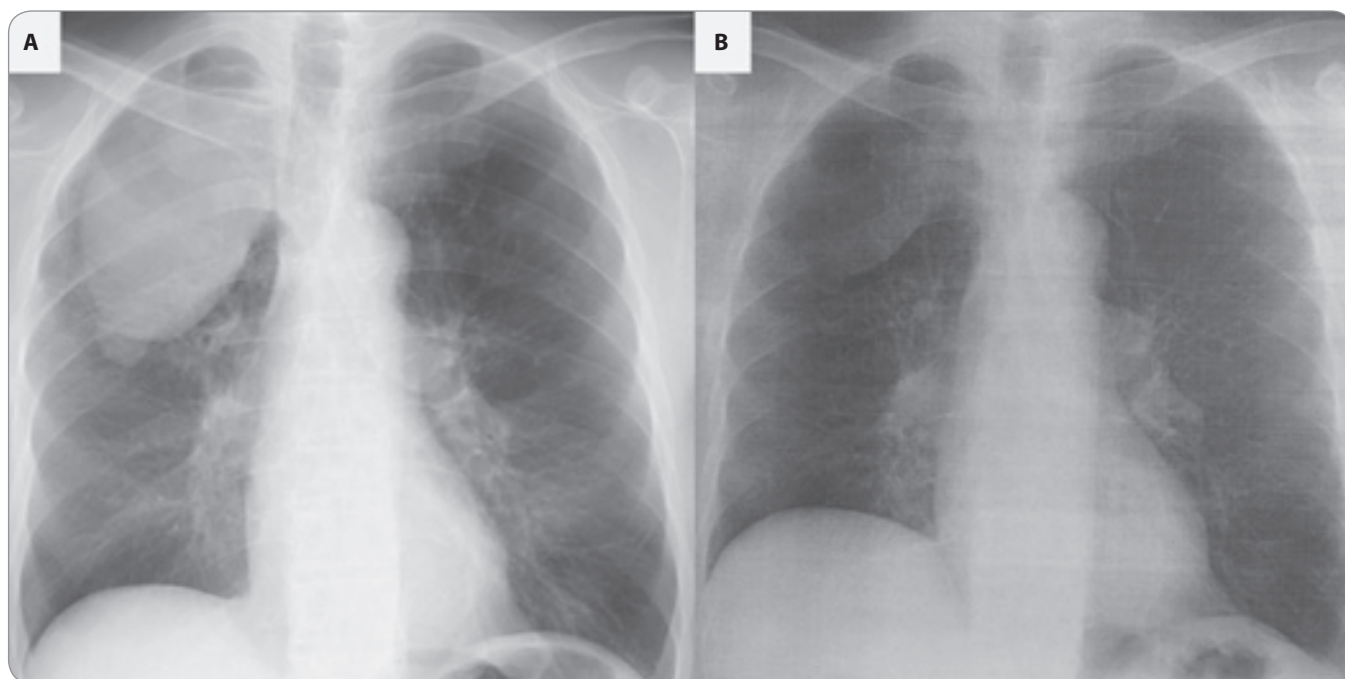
A chest radiograph taken on the day of the treatment initiation showed further growth of the mass (A). In a chest radiograph taken 25 months after the initiation of chemotherapy, a significant reduction in the tumor size was confirmed (B).
